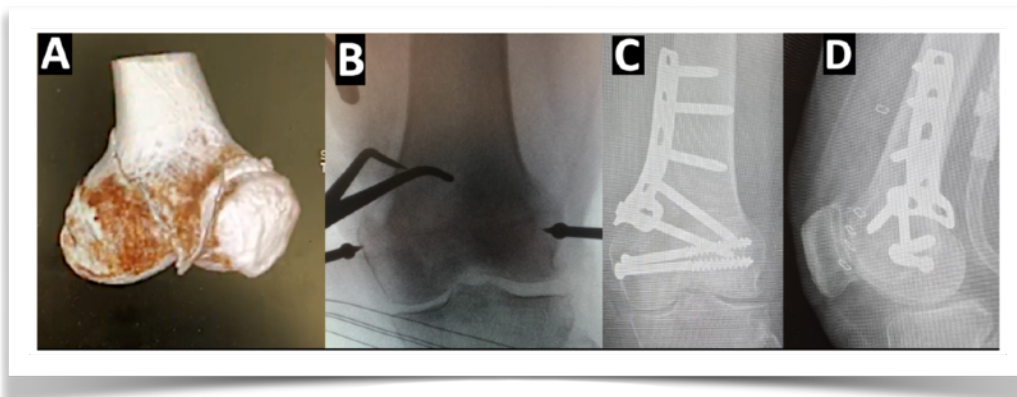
Mujer de 82 años sufre caída de nivel. Imágenes secuenciales que muestran Fractura de Bush-Hoffa Medial, según clasificación de Letenneur Modificada tipo 3. (A) Reducción mediante abordaje medial directo, de componentes a controlar, rasgo articular y cizallante medial proximal, con pinzas ah hoc. (B) Radiografías anteroposterior (C) y Lateral (D) mostrando reducción con dos tornillos compresivos articulares más una placa que controla el cizallamiento.
